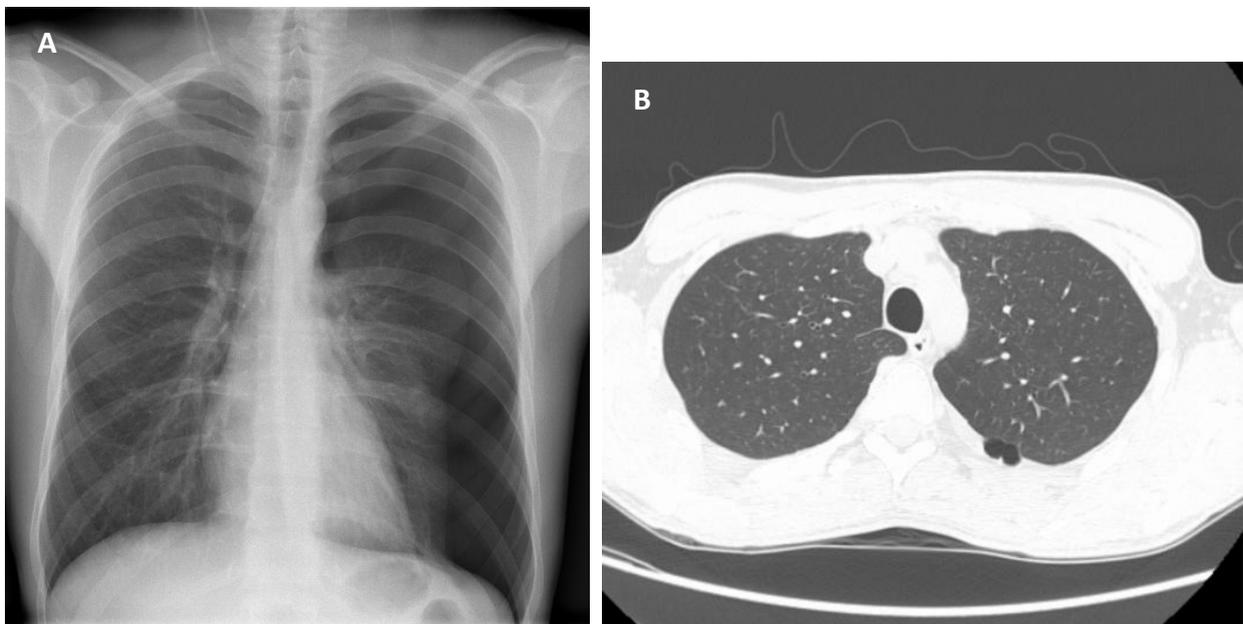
Caso n° 21 da amostra: A, Radiografia do tórax com pneumotórax esquerdo; B, TAC torácica com visualização de 2 bolhas subpleurais justapostas, no segmento ápico-posterior do lobo superior esquerdo.
